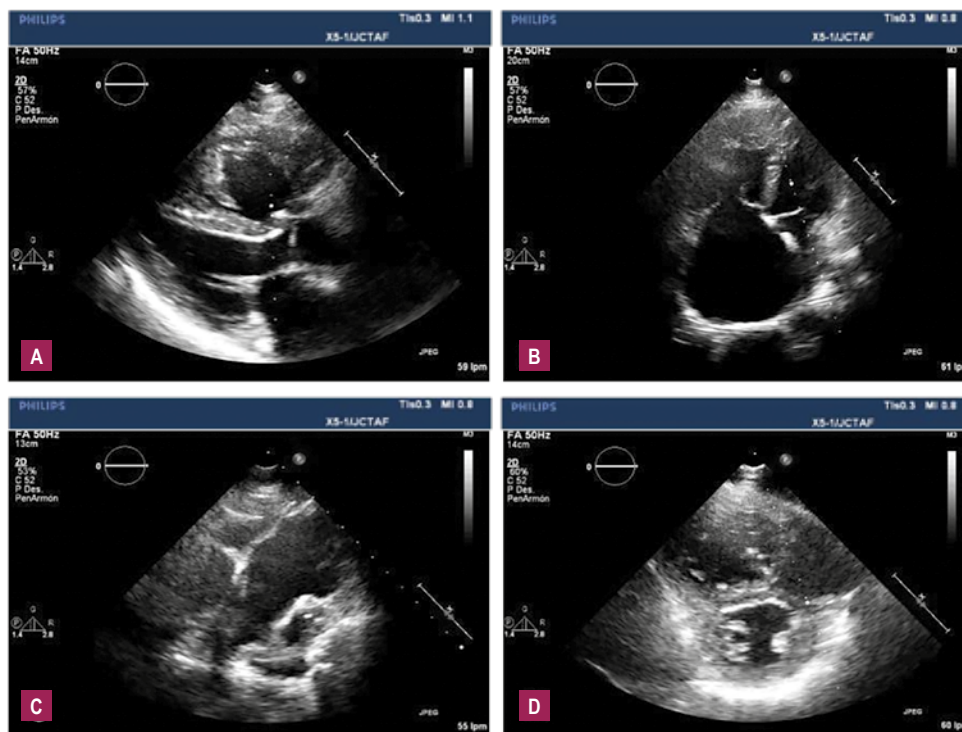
Ecocardiogramas bidimensionales preoperatorios. A. Hipertrofia ventricular derecha, dilatación y contracción disminuida en el eje largo paraesternal. B. Dilatación en VD y AD, con un TAPSE de 12 mm (moderadamente deprimido) en vista apical de 4 cámaras. También muestra regurgitación tricuspídea leve. C. No hay obstrucción de la válvula pulmonar, tracto de salida derecho y arteria pulmonar. D. En el eje corto paraesternal, dilatación del VD y división en dos cámaras por una estructura fibromuscular a 2 cm de la arteria pulmonar.
